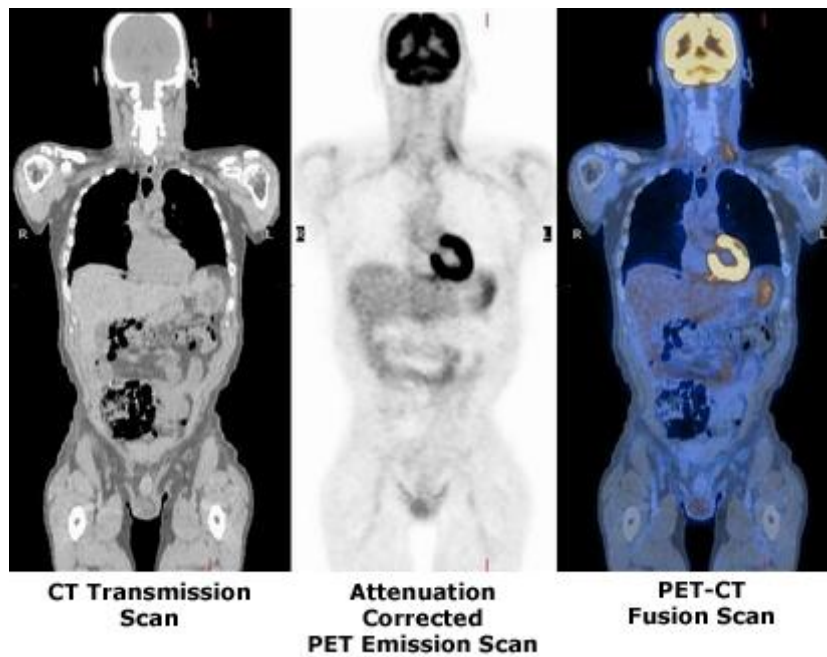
Exemplos de imagens de CT (esquerda), de PET (meio) e de PET/CT (direita). Em PET foi utilizado o radiofármaco ^{18}F -FDG [18].
